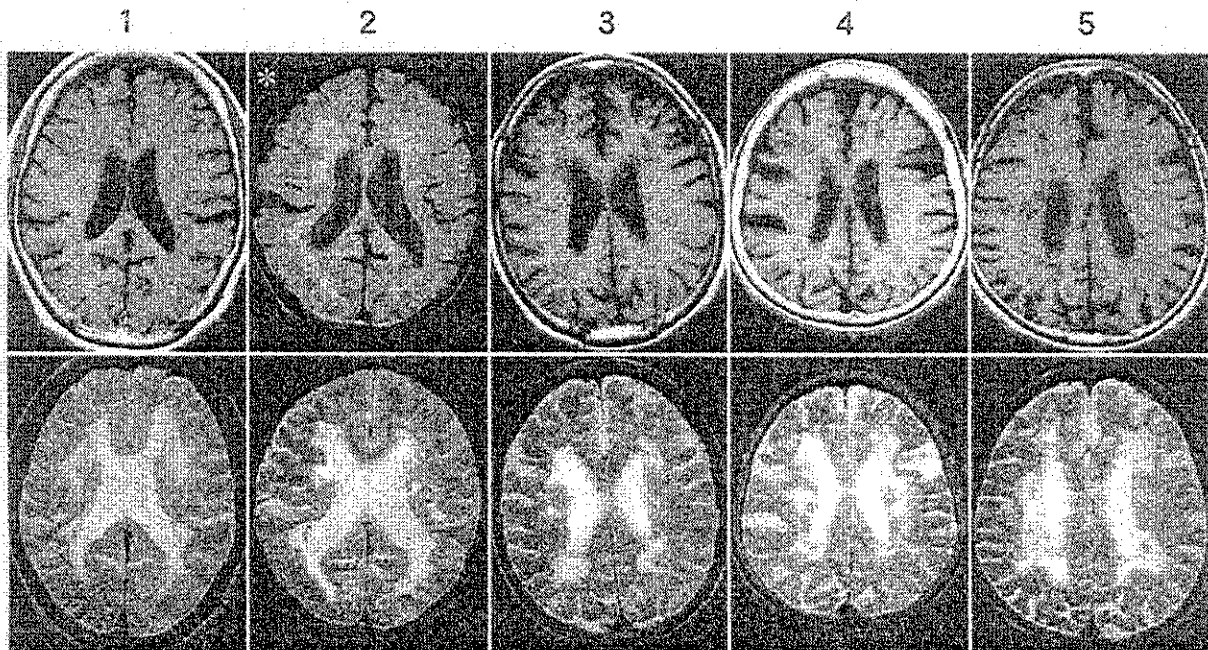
対象となった症例5例のMRI T1強調画像（1例*はプロトン密度画像）：上段とT2強調画像：下段。いずれの例も、T2強調画像で広範な傍側脳室白質の高信号領域(PVH)と小梗塞の散在が認められる。
